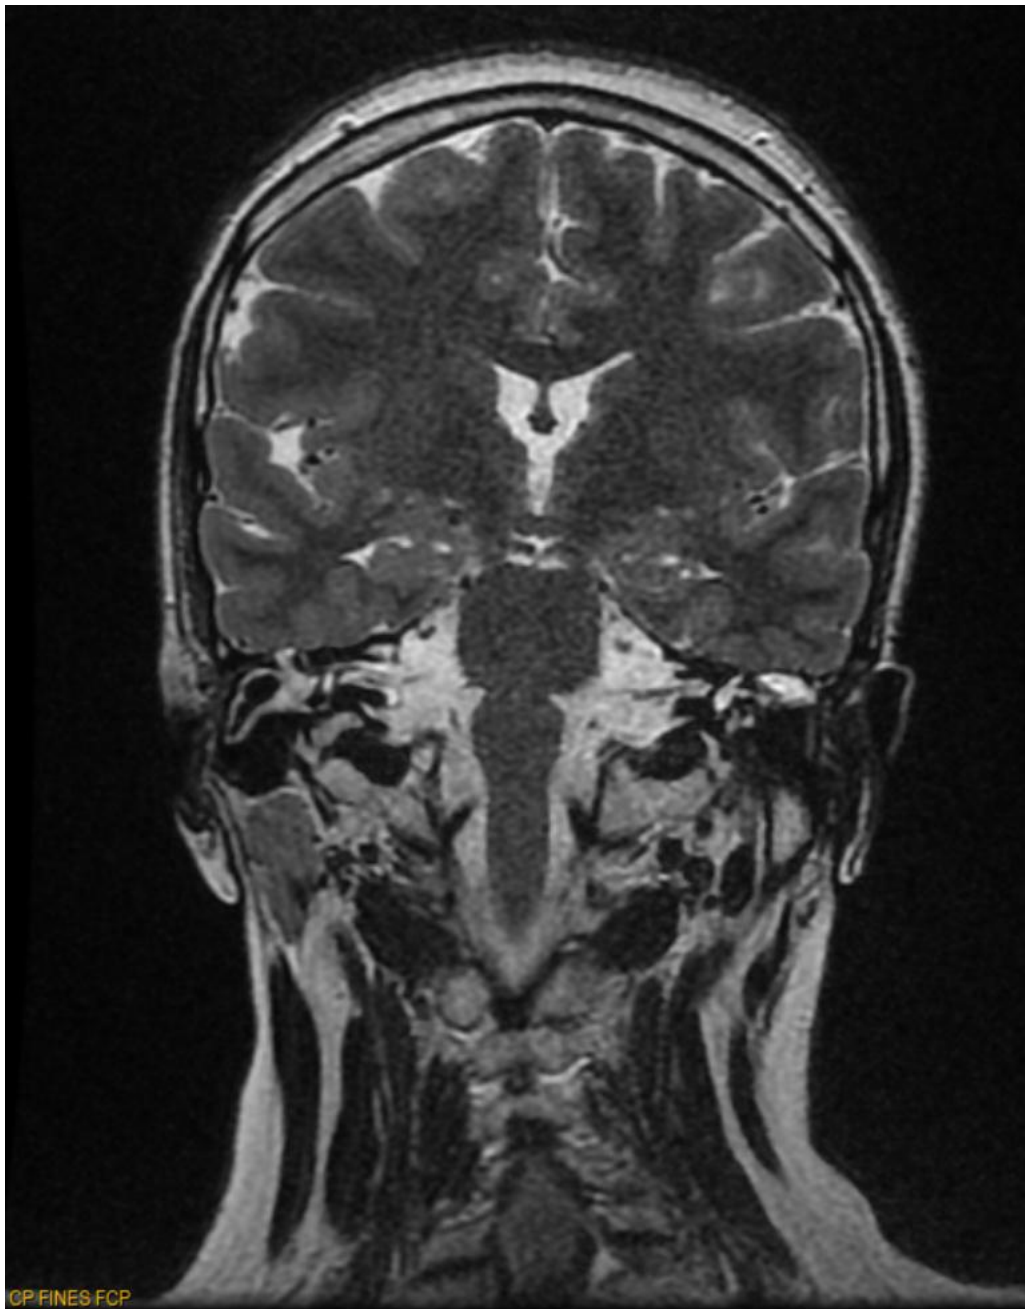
IRM en coupes coronales en séquence T2 objectivant un comblement de la caisse du tympan apparaissant en hypersignal T2 .
